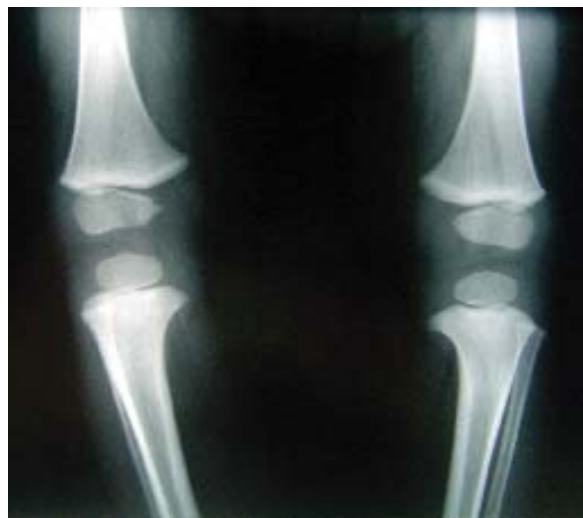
22. Genu varum, 1 an și 7 luni. Radiografie comparativă de genunchi.
